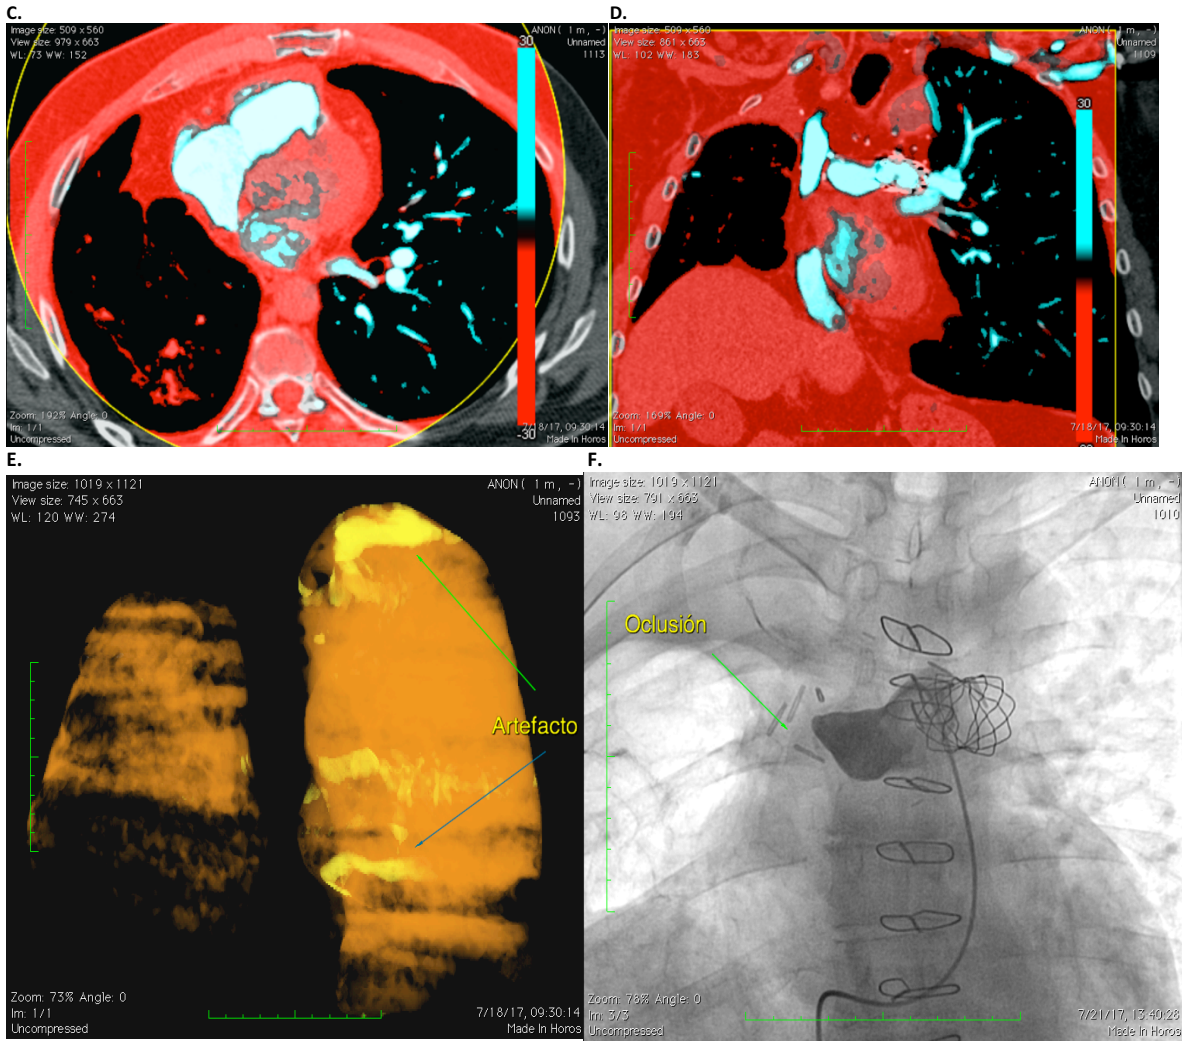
Paciente masculino de 64 años con antecedente de angiosarcoma de la arteria pulmonar derecha. (A y B) Imágenes en eje axial y coronal respectivamente, de fusión de la tomografía con los mapas de yodo con deficiencia cualitativa y cuantitativa de la perfusión pulmonar derecha, que se corrobora en el mapa de yodo de caracterización vascular (C, D) y en la imagen de reconstrucción volumétrica (E). Adicionalmente se observan artefactos de endurecimiento del haz condicionados por el paso del contraste en la vena innominada izquierda y en las cámaras cardiacas. (F) angiografía por CD que muestra obstrucción total de la rama pulmonar principal derecha.
